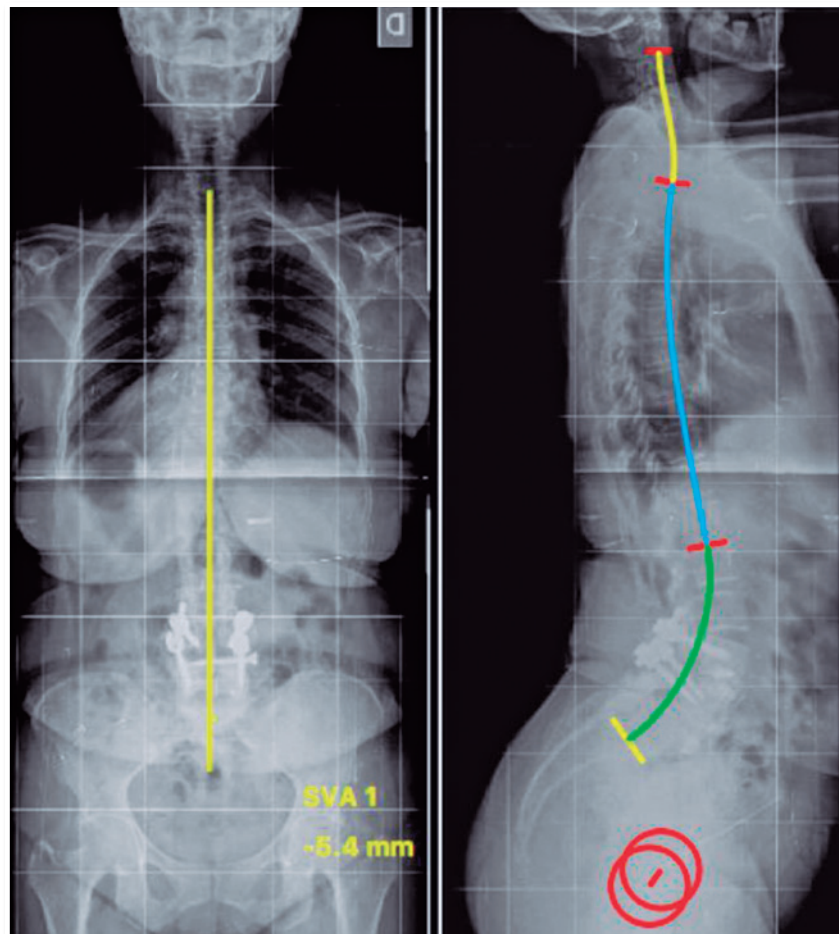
Radiografia total da coluna frente e perfil pós-operatórias
